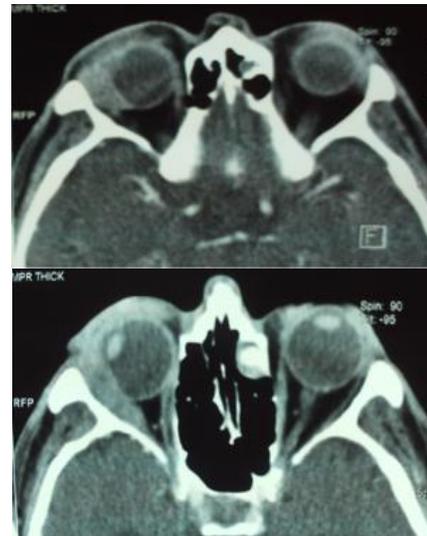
TAC DE ORBITA (HCAM). Presencia de masa extrazona derecha, con tracción de globo hacia temporal.
